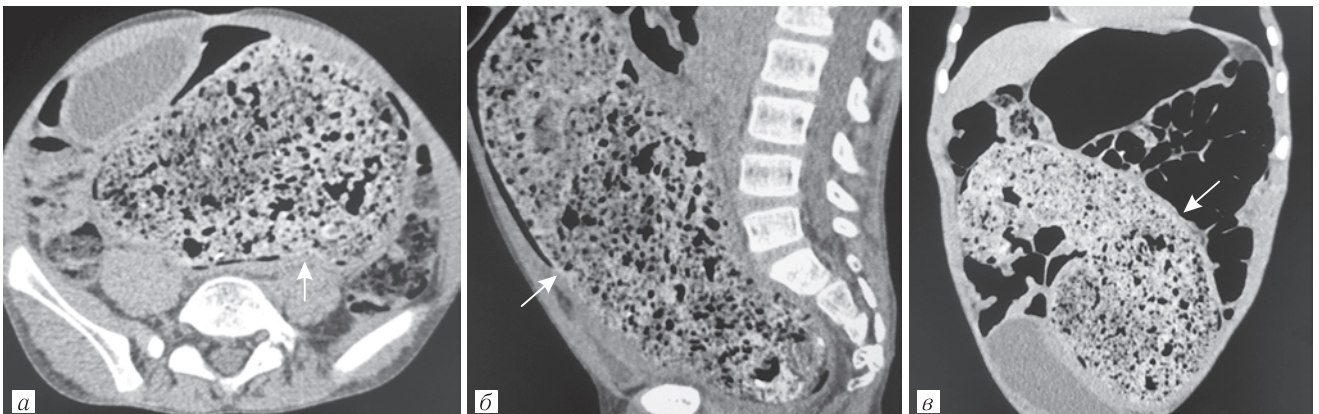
МСКТ (без контраста) брюшной полости у пациента с болезнью Шагаса в трех проекциях (а, б, в). Мегаколон (стрелки)
